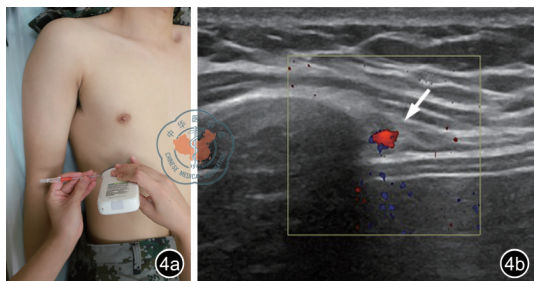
超声引导下肋间神经阻滞。图a为探头垂直肋骨放置,进行超声引导下穿刺;图b为正常肋间神经超声声像图表现(箭头所示)
